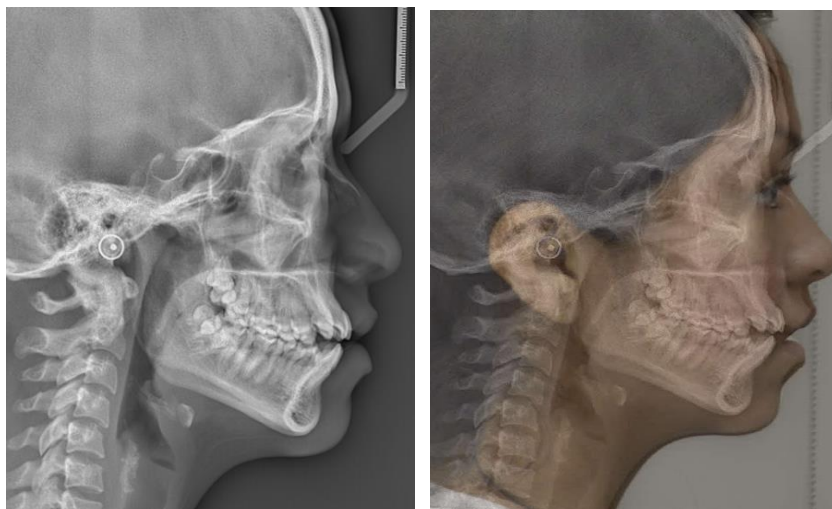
Radiografía cefalométrica inicial y superposición de cefalometría con fotografía de perfil inicial.
